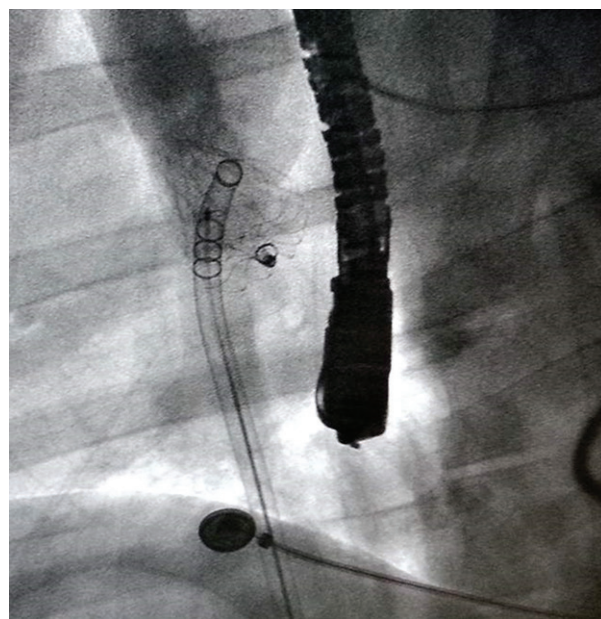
Рентгеновское изображение зонтичного устройства, имплантированного в УЛП.
